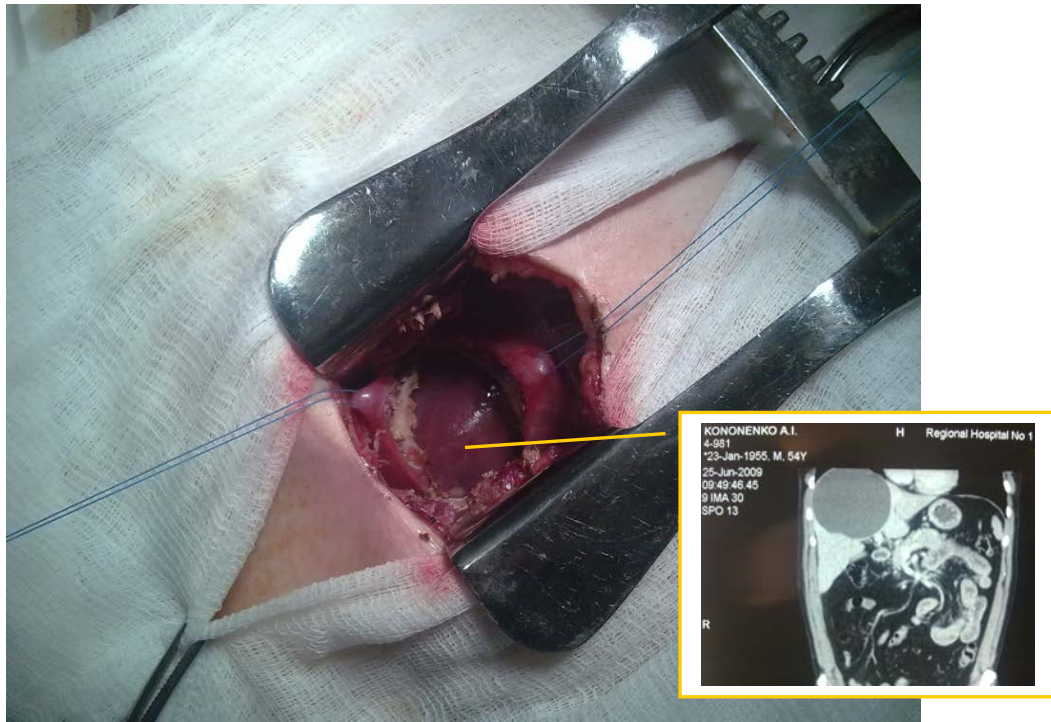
КТ-грамма пациента К. - киста 4,7,8-го сегментов печени. Миниторакофрентомия в проекции X ребра. Диафрагма на держалках. В дне раны – стенка кисты (интраоперационное фото)
